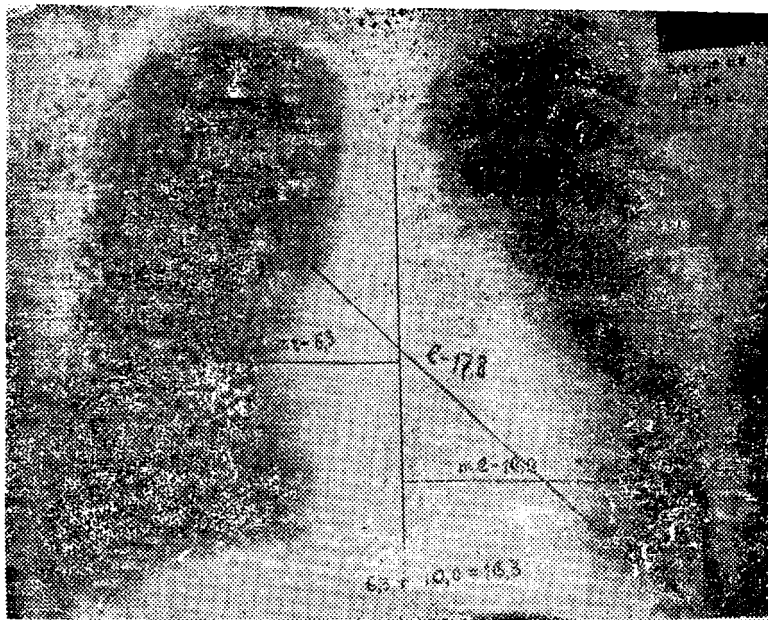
Термрентгенограмма больного Б. до дефибрилляции.
